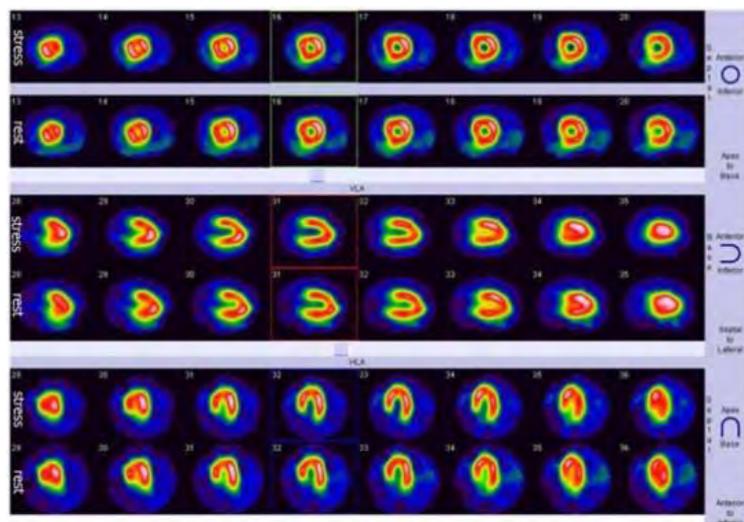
Fuente Yuan 2015. SPECT con TC99 muestra una distribución normal de la radioactividad en los segmentos miocárdicos y sin defectos de perfusión en estrés y en reposo.²⁹
